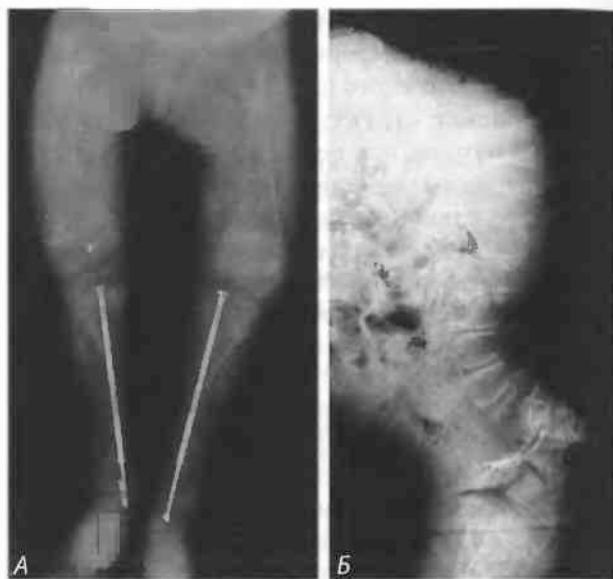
Типичные рентгенологические проявления несовершенного остеогенеза III типа у 6-летнего ребенка:
